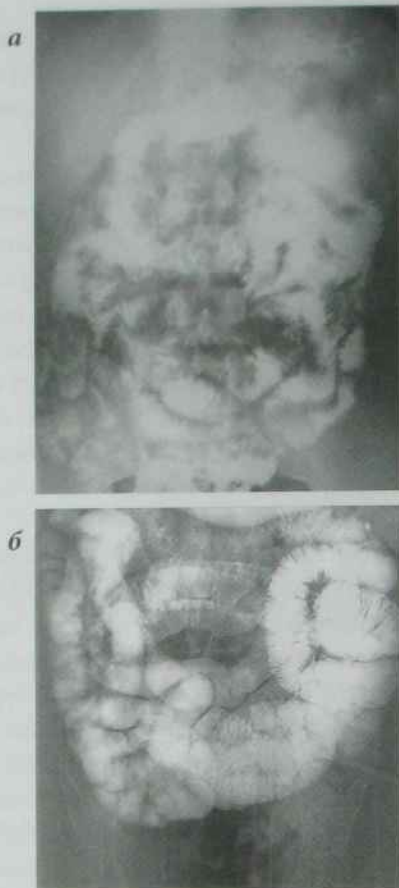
Тонкий кишечник у нормі (рентгенограми ОЧП):
